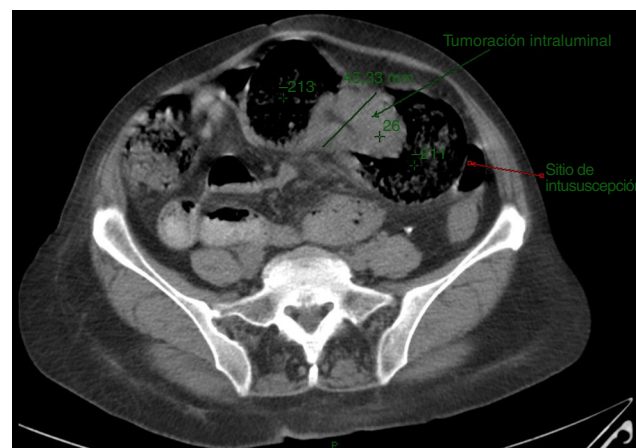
Tomografía de abdomen simple.
